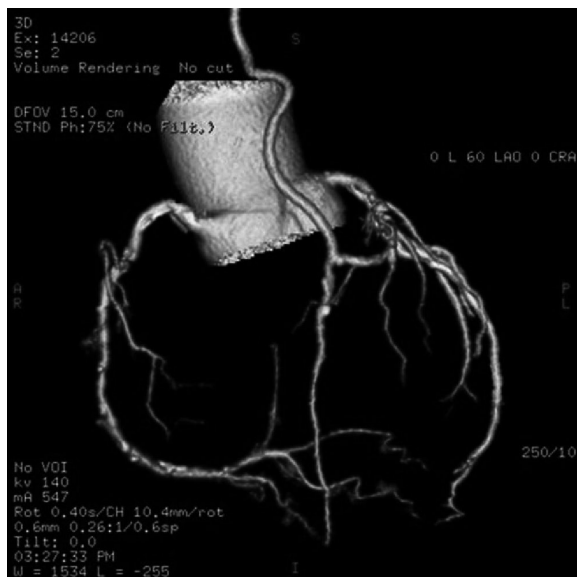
CTA con rendering 3D di paziente sottoposto ad impianto di arteria mammaria interna sinistra su ramo discendente anteriore.
